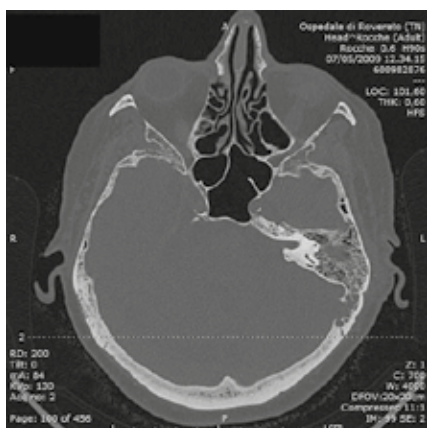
TC post 1 intervento
